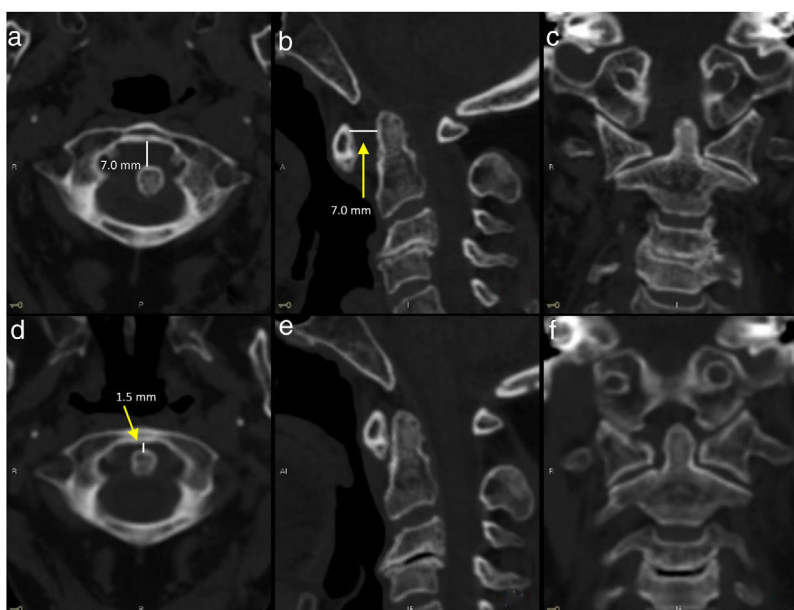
TC cervical sin contraste previo (a-c) y posterior (d-f) a la estabilización cervical con Halo-jacket. En la prueba de neuroimagen previa a la intervención se aprecia una distancia atloaxoidea anterior anormal (> 3 mm) en a y b, con la correspondiente corrección posterior (d, e).
